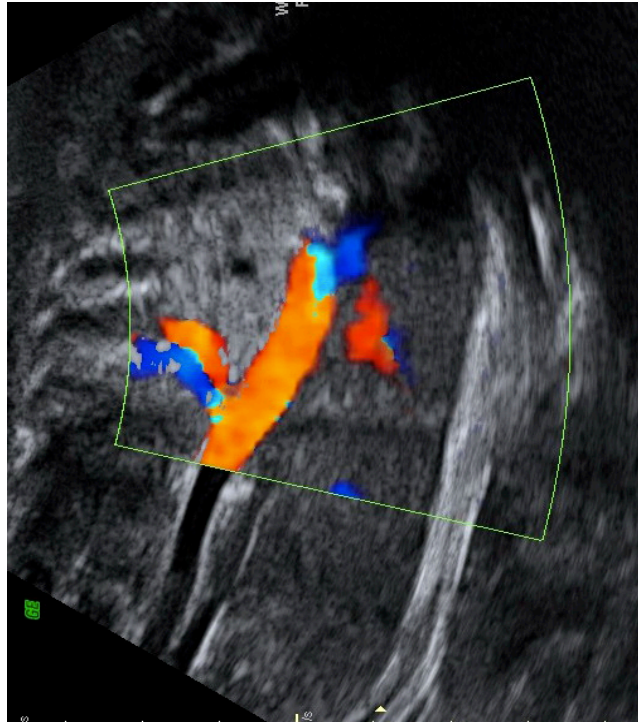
Ecografia: Sequestro polmonare sopradiaframmatico (30 settimane). Sezione coronale.
